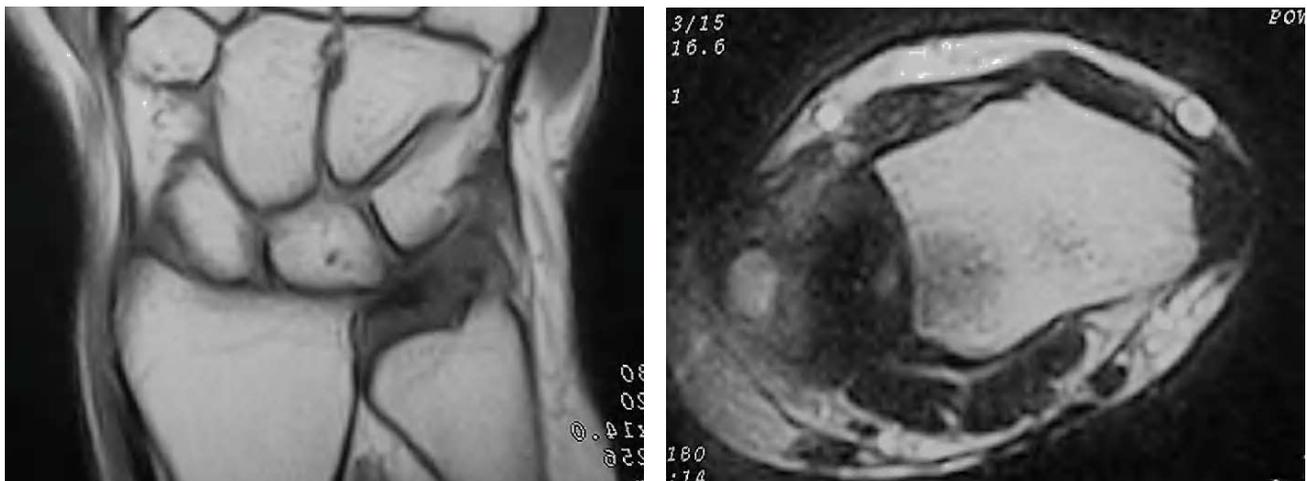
Caso 1. RM informada como posible lesión del FCT.
